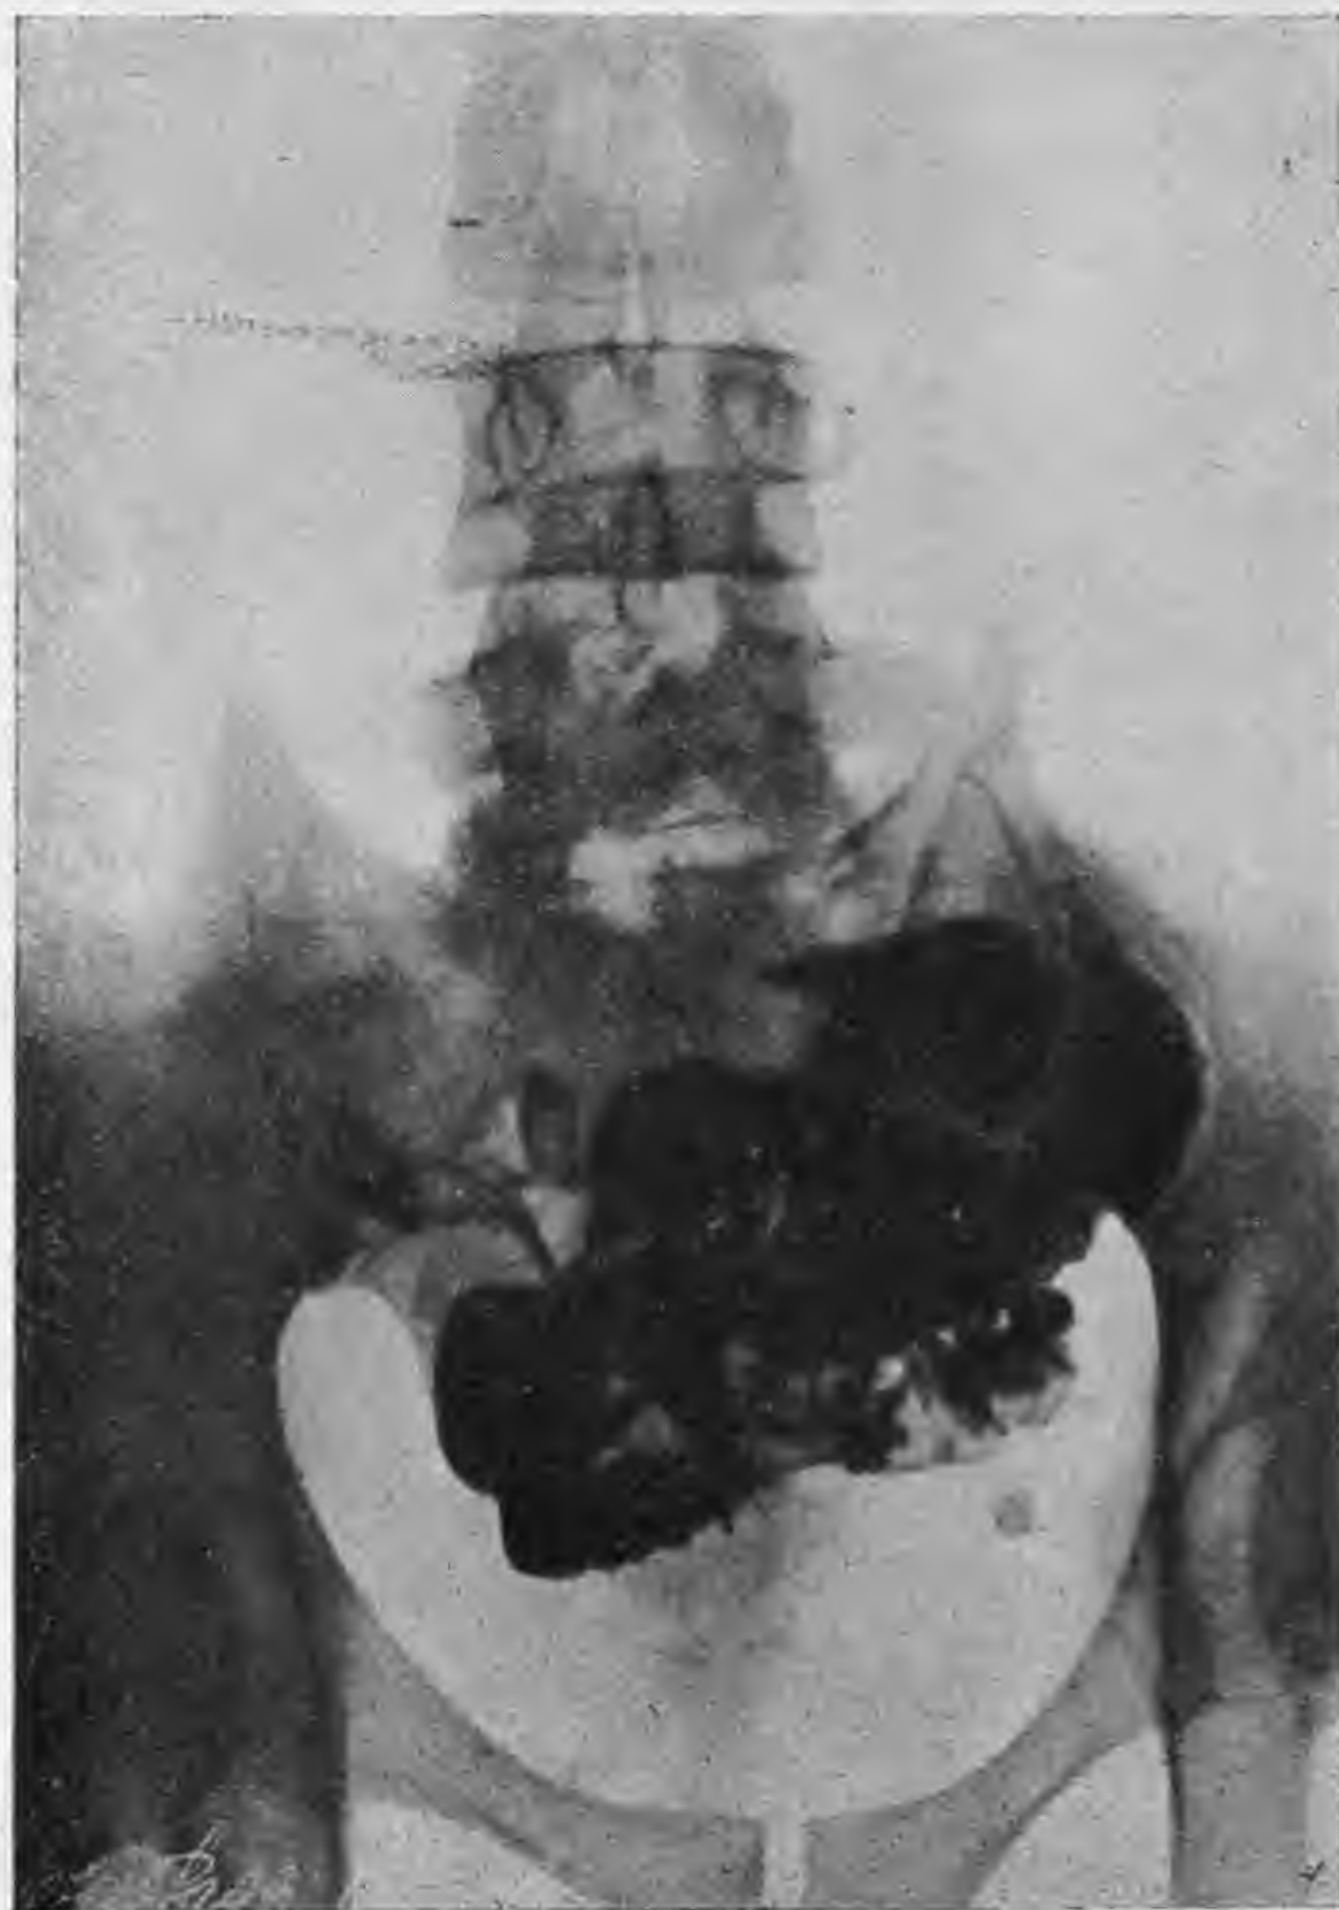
Radiografia del caso 2°. Tipico aspetto radiologico con dilatazione a monte del tenue. Evidente anche il tragitto fistoloso.
